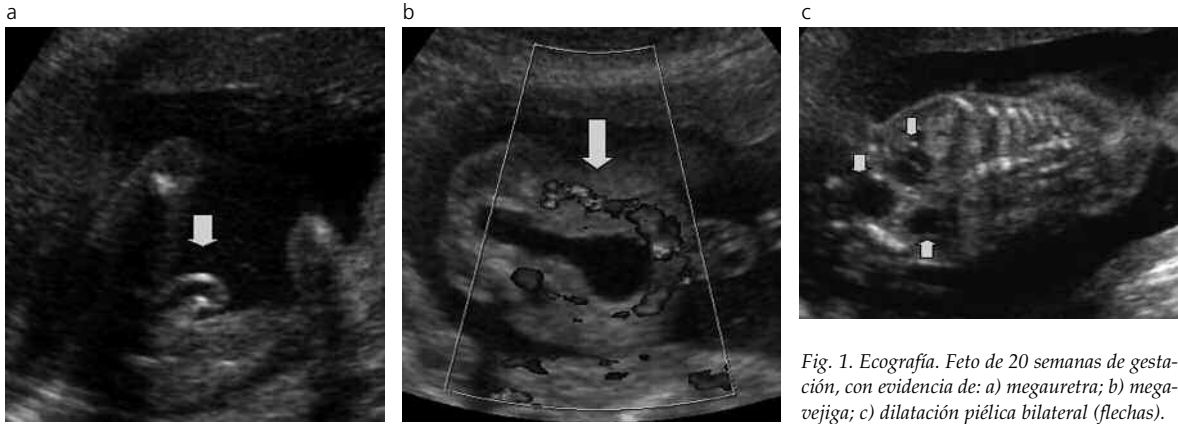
Ecografía. Feto de 20 semanas de gestación, con evidencia de: a) megouretra; b) megavejiga; c) dilatación piélica bilateral (flechas).
